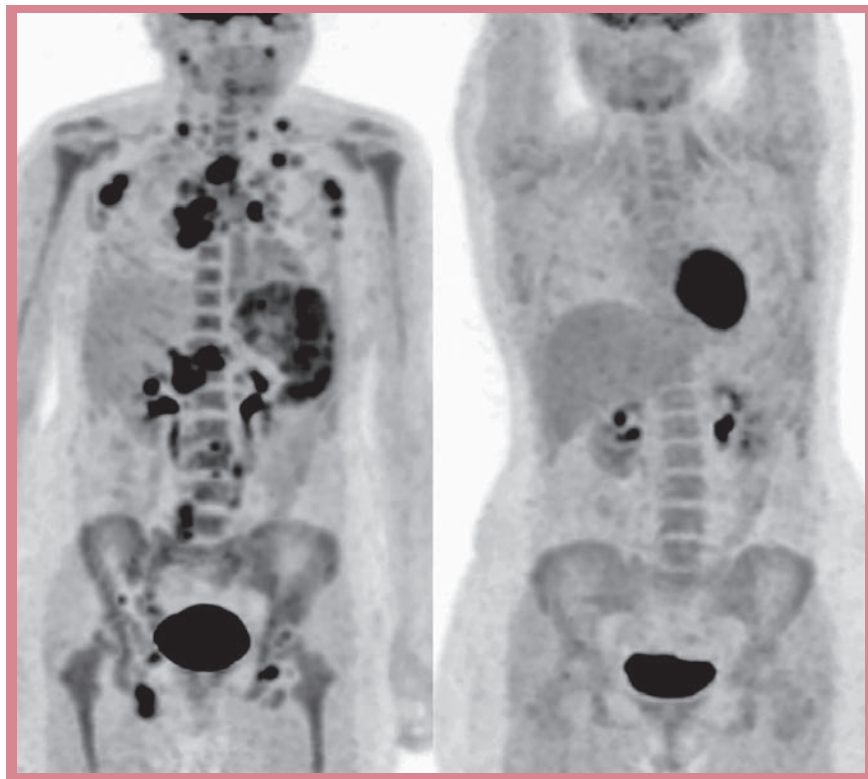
Figure – TEP-scanner au FDG d'un patient atteint de maladie de Hodgkin stade III avant et après 2 cures d'immuno-chimiothérapie : disparition complète de tous les foyers hypermétaboliques.
